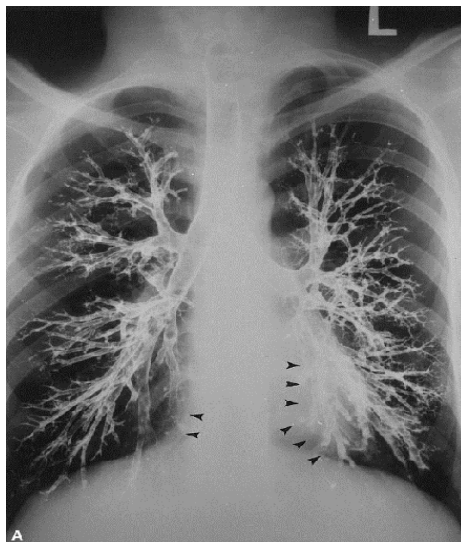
Radiografía de torax que muestra bronquiectasia.¹²
